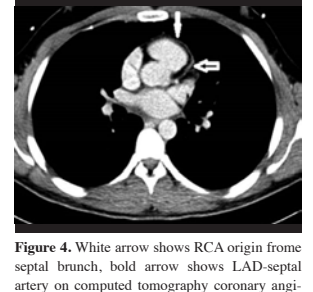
White arrow shows RCA origin from septal branch, bold arrow shows LAD-septal artery on computed tomography coronary angiography.
